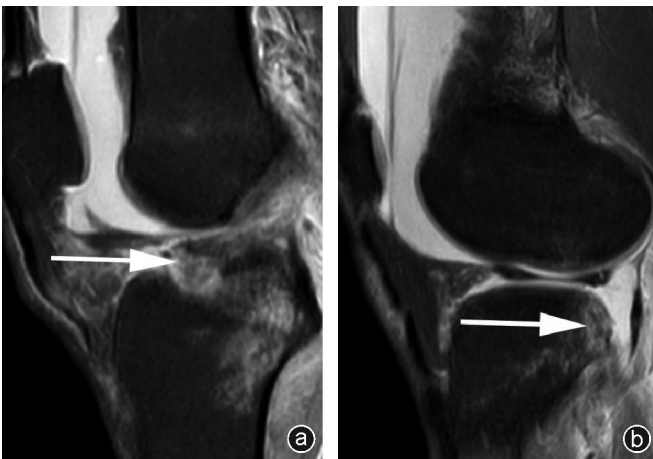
病人,男,55岁,因外伤致膝关节疼痛、肿胀,伴活动受限入院,诊断为ACL胫骨止点撕脱骨折,胫骨平台外侧骨挫伤 a: MRI示ACL异常信号影,连续性可,前下部末端可见不规则骨质信号影,局部骨块向上方移位,在矢状位PD-SPAIR上局部骨块及胫骨髁间嵴前部可见高信号影;b: 胫骨平台外后方可见片状异常信号,在矢状位PD-SPAIR上呈高信号;c: CT矢状位示膝关节胫骨髁间嵴骨折,并略向上移位
